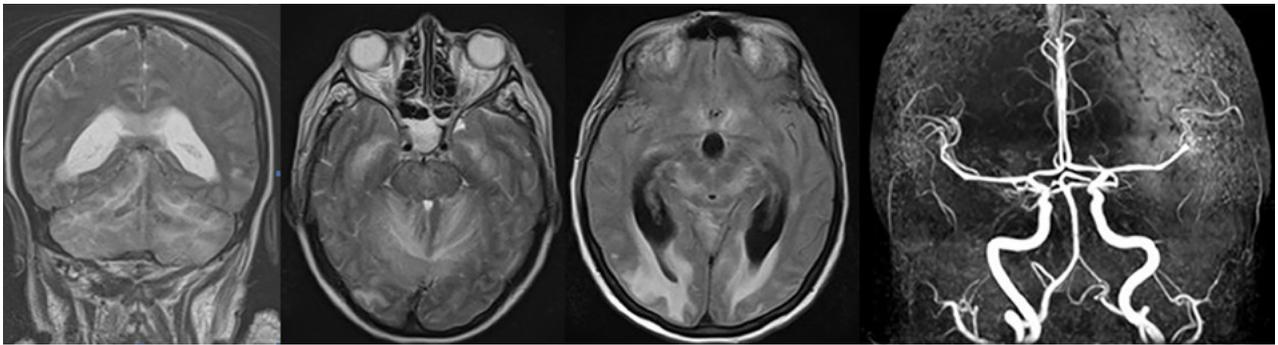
RMN y angiRMN: se aprecia edema cerebeloso bilateral, compromiso cerebral a nivel occipital a predominio derecho, balonización del tercer ventrículo y ausencia de oclusiones arteriales.
